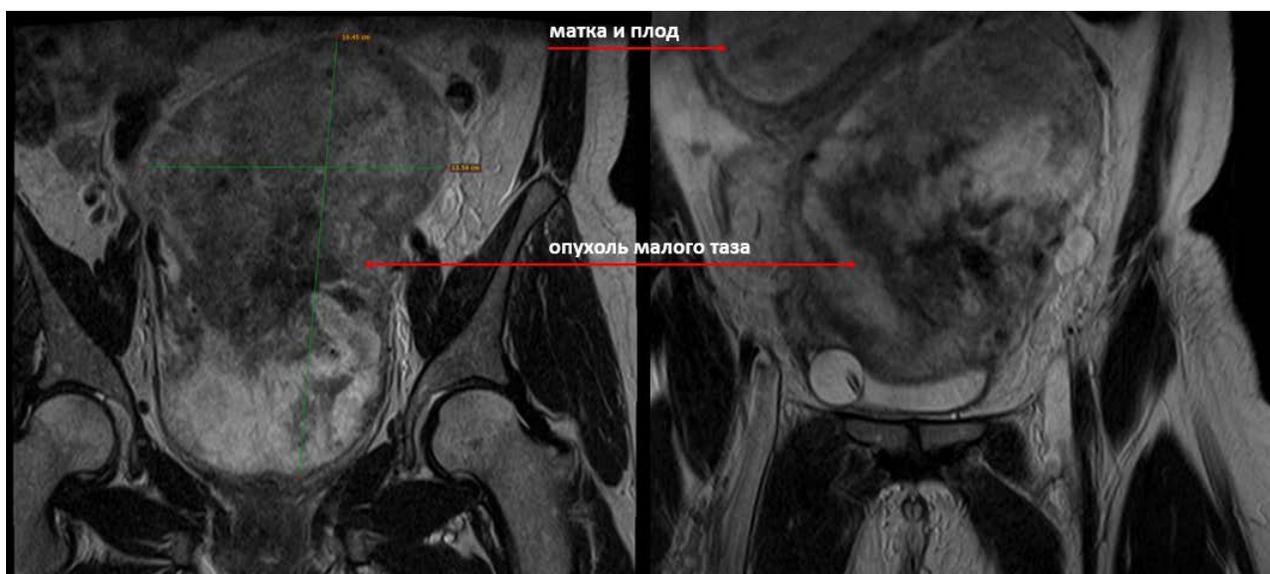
МРТ органов малого таза: кистозно-солидная опухоль расположена в полости малого таза и гипогастрии, прилежит к задней стенке матки
